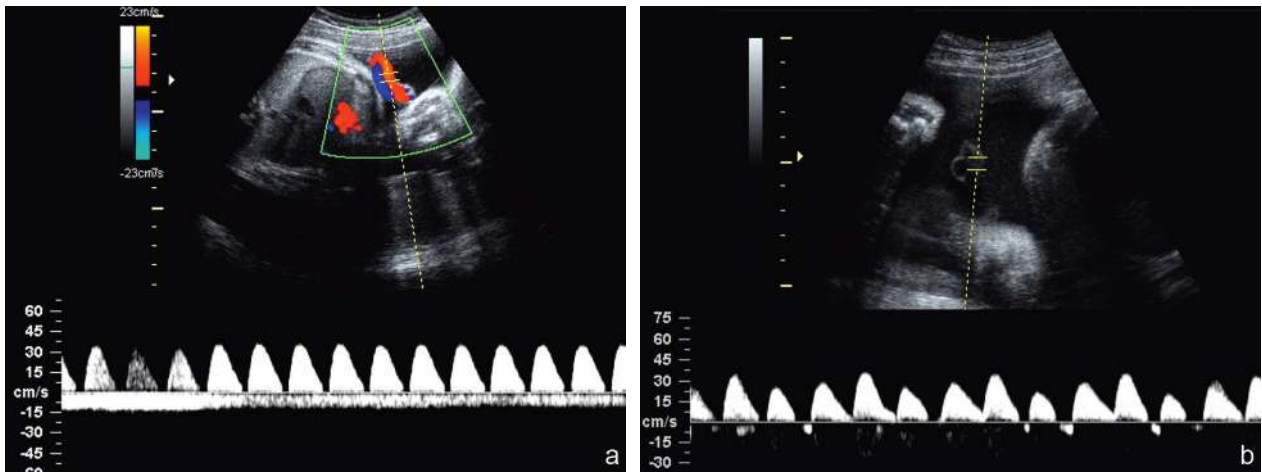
RCIU sélectif, Doppler ombilical. a. Type 2 : diastole nulle en permanence. b. Type 3 : *reverse flow* intermittent avec succession de phases de *reverse flow*, de diastole nulle puis de diastole faible. Monochoriale à 33 SA : poids fœtaux un peu déséquilibrés (PFE à 1500 et 1800 g) mais bonnes courbes de croissance et liquide amniotique en bonne quantité des deux côtés.
